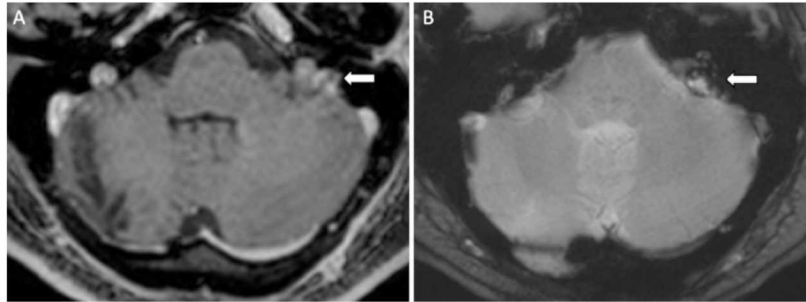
RM de tumor de saco endolinfático em paciente homem com 35 anos portador de VHL. Sequências axiais T1 após a injeção do meio de contraste e T2* demonstrando lesão expansiva localmente invasiva no osso temporal esquerdo com intenso realce após a injeção do meio de contraste e áreas de baixo sinal em T2* correspondentes a depósitos de produtos da degradação da hemoglobina. O paciente foi submetido a ressecção cirúrgica e o histopatológico confirmou o diagnóstico.
